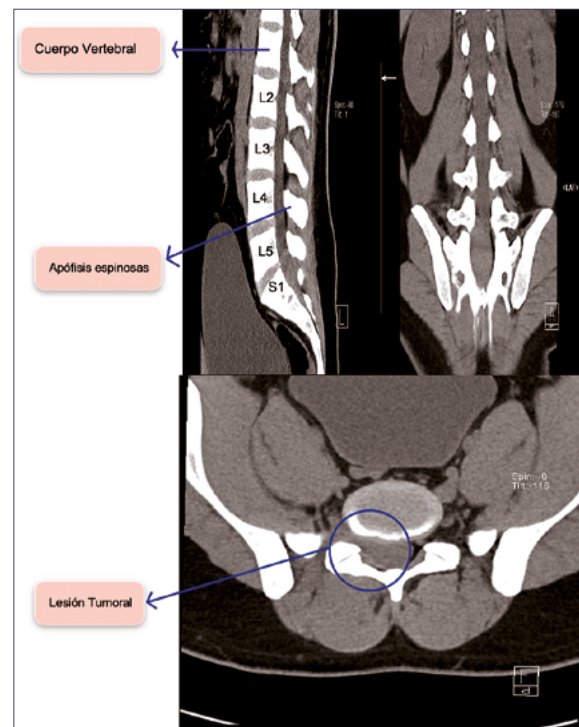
TC columna lumbar sin contraste. Imagen (A) evidencia ocupación completa del canal raquídeo desde el nivel del plano discal L5-S1 hacia distal por un tejido de densidad de partes blandas lateralizado a derecha; (B) que se extiende al canal foraminal ipsilateral (C).
